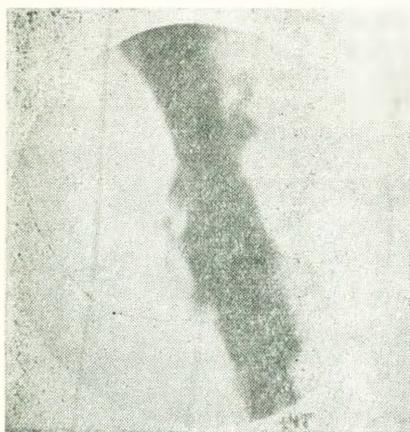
Прицельная рентгенограмма желудка у больной К-ян А. Видна продолговатой формы плоская ниша с неровными контурами. При операции обнаружен раковый переход язвы.
